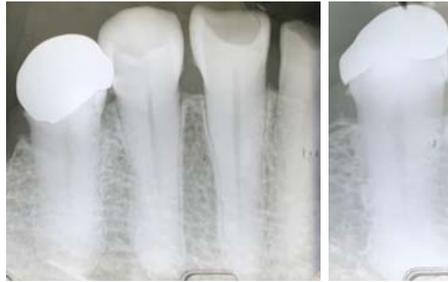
Radiografías dentoalveolares que muestran una incrustación metálica desajustada en el diente 35. (Fuente propia)
